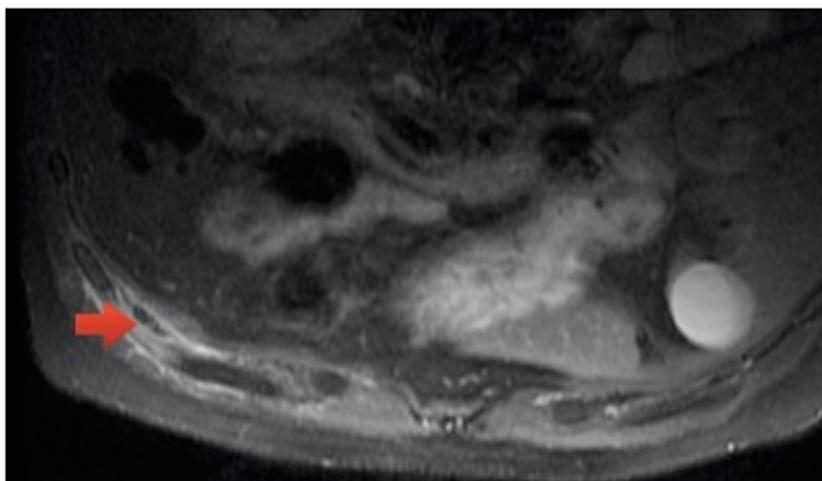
Corte axial de ressonância magnética na ponderação T1 saturação de gordura pós contraste. Paciente em decúbito ventral.
